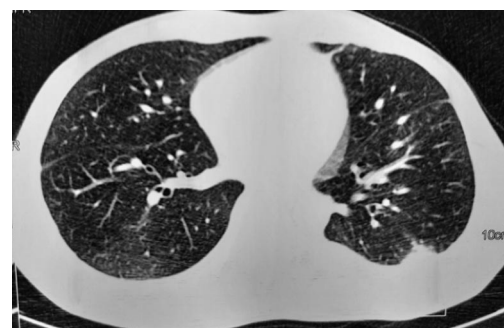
МСКТ на 20 сутки после выписки. Свободной жидкости и газа в плевральных полостях не определяется
